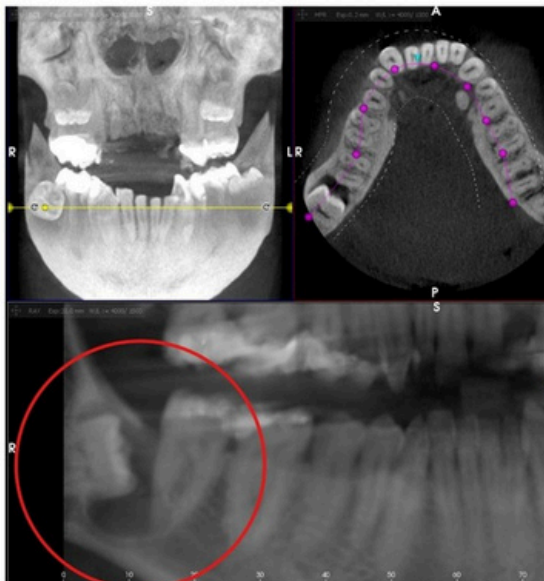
CBCT con hallazgo incidental en cordal inferior.
